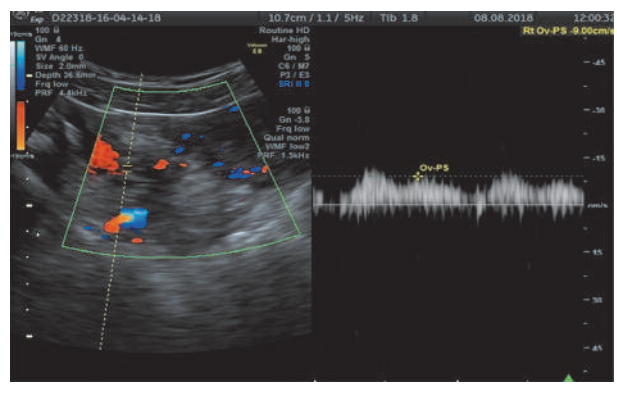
Эхограмма. Трансабдоминальное УЗИ. Устье правой ЯВ.  $V=9$  см/с.
